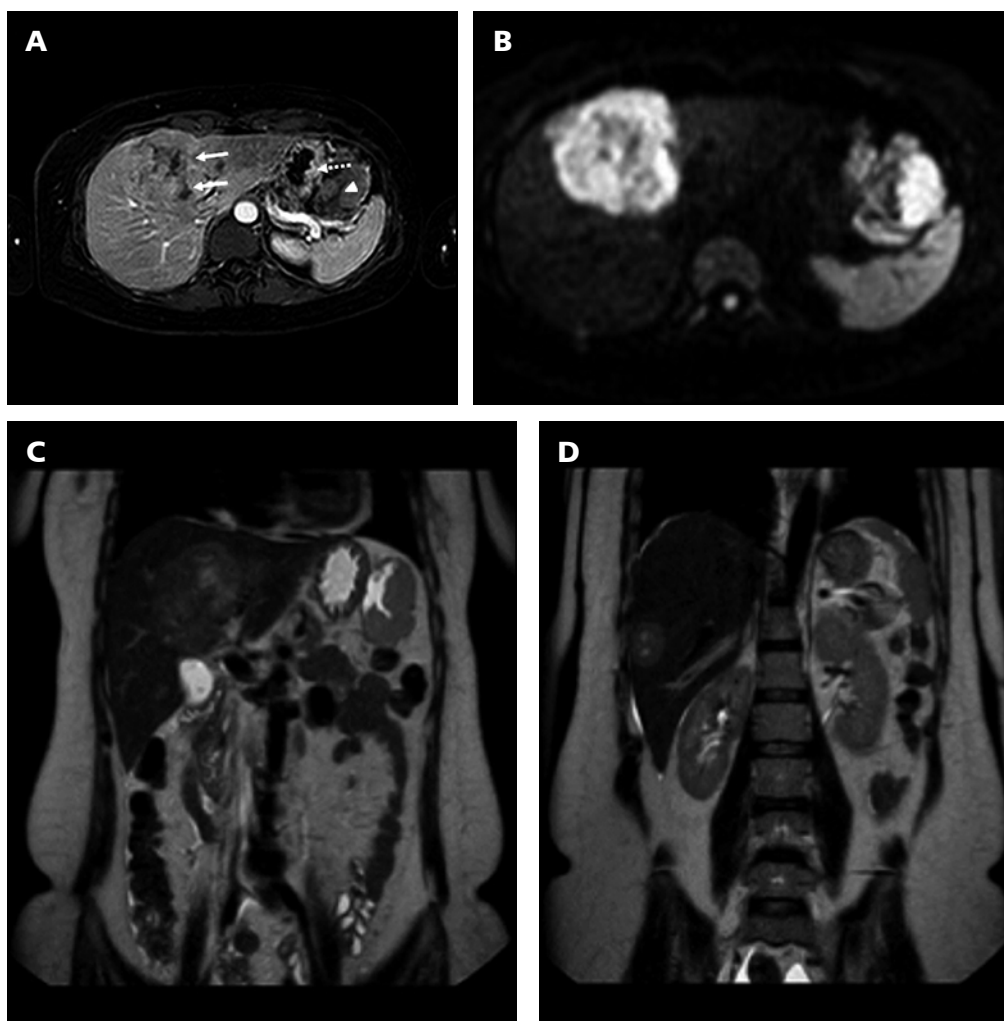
Resonancia magnética de abdomen. Imágenes axiales de secuencias ponderadas en T1 con uso de gadolinio (A), ponderada en difusión (valor $b = 800$) (B), e imágenes coronales de secuencias ponderadas en T2 (C-D). Se observan dos masas hepáticas (flechas continuas) en la interfaz de los segmentos anterior y medial, y en el segmento anterior del lóbulo derecho, además de un área focal de engrosamiento parietal en la curvatura mayor del estómago (flecha punteada), ambas lesiones de carácter neoplásico. Asociado a estas, se reconoce un gran implante peritoneal ubicado en el ligamento gastroesplénico (punta de flecha), consistente con carcinomatosis peritoneal.
